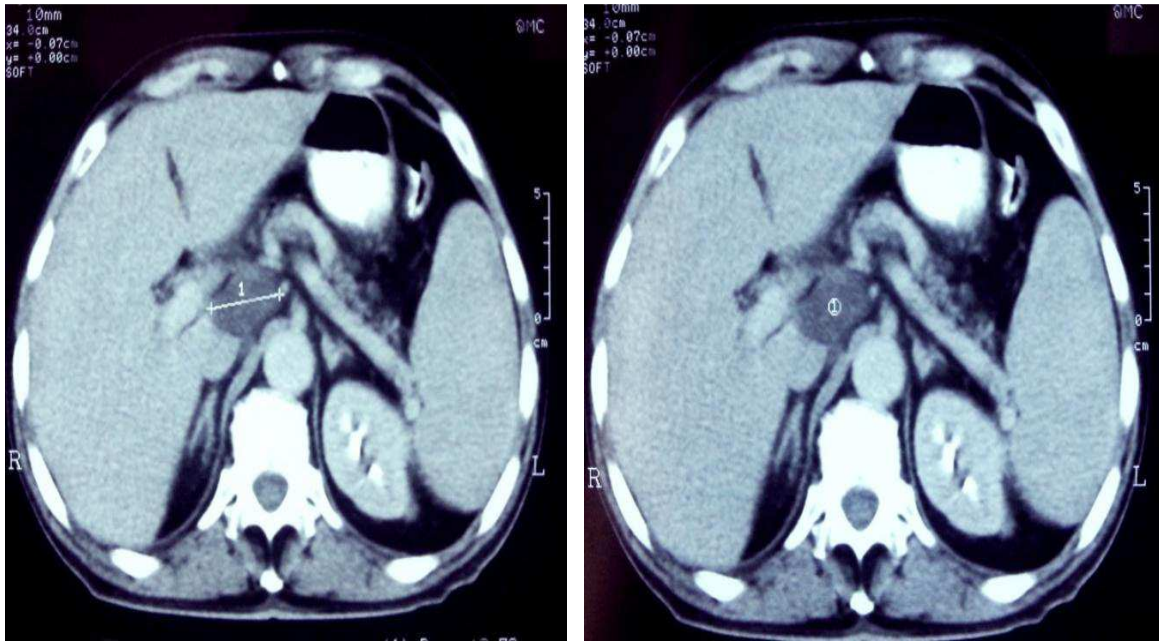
TDM abdominale montrant une image hypo dense au niveau du hile hépatique d'environ 3.5 cm.
